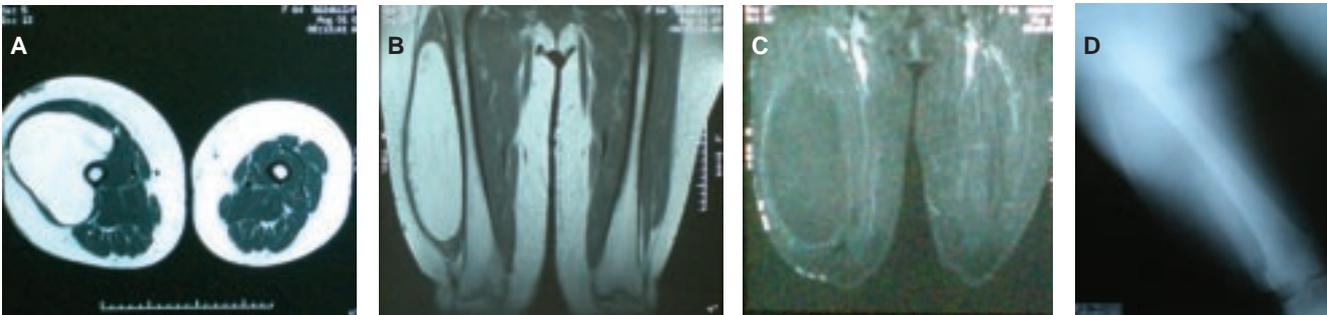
A: Ressonância magnética mostrando corte axial de lesão expansiva, lobulada, de contornos regulares, em topografia do músculo vasto lateral, medindo 24 x 11 x 10 cm e com hipersinal em T2. B: Ressonância magnética mostrando corte coronal com hipersinal em T2. C: Ressonância magnética mostrando corte coronal com hipersinal em T1. D: Radiografia simples ântero-posterior da coxa direita mostrando massa bem delimitada e mais radioluscente que os tecidos vizinhos.
